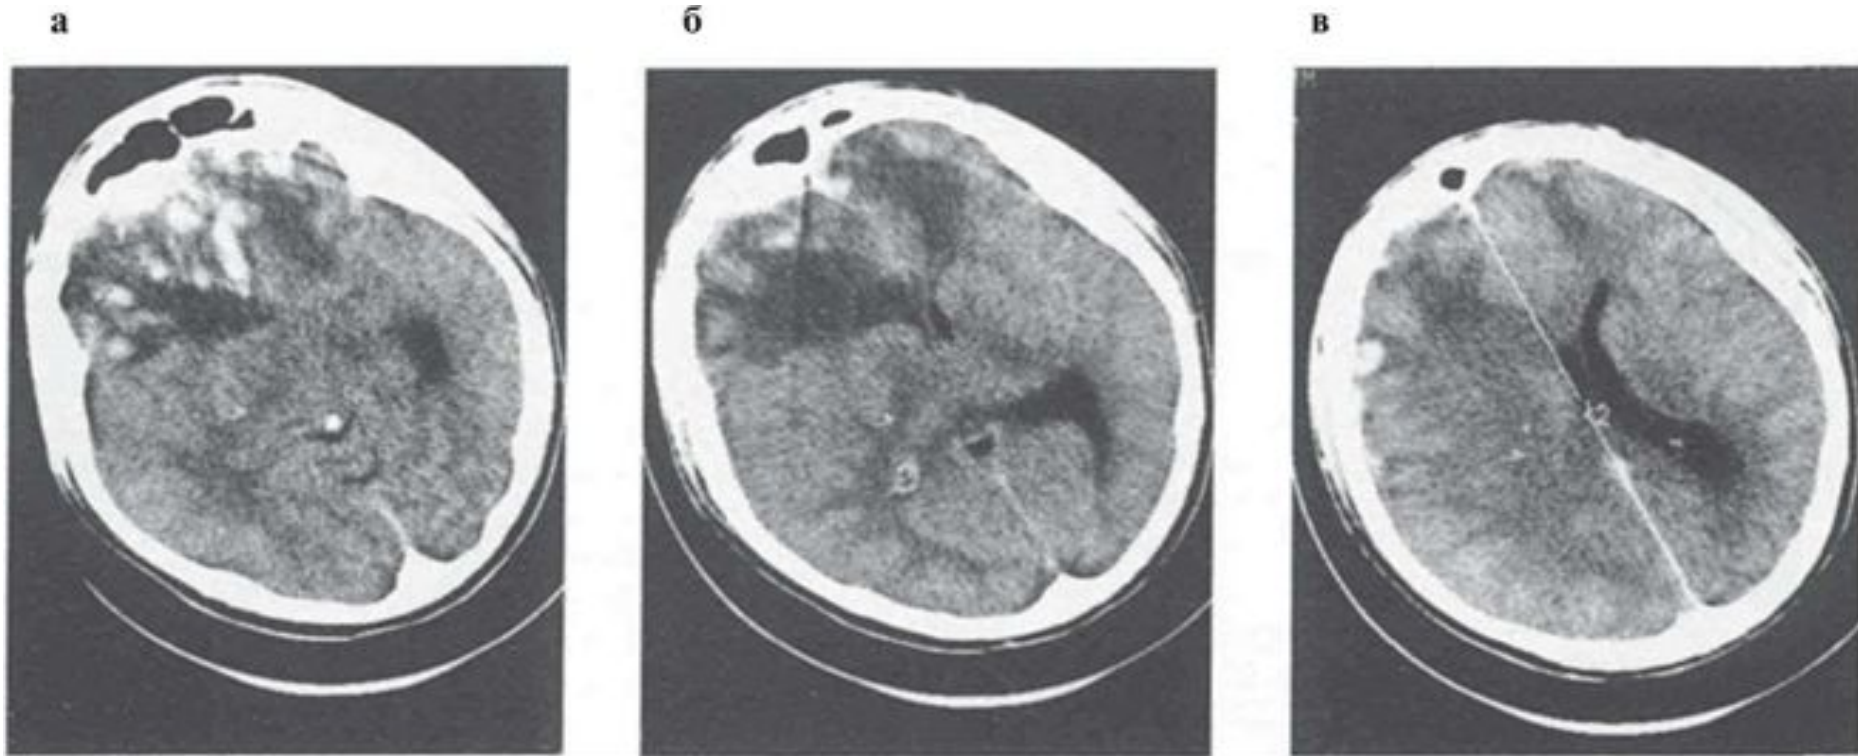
Ушиб головного мозга тяжелой степени. КТ. Аксиальные срезы, а — в базальных отделах лобных долей, больше справа, обширная патологическая зона с чередованием высокоплотных и низкоплотных участков, б — виден феномен дренирования перифокального отека в передние рога боковых желудочков, в — смещение желудочковой системы справа налево с элементами дислокационной гидроцефалии в лобной доле справа; субкортикально — небольшой очаг гомогенного повышения плотности.
